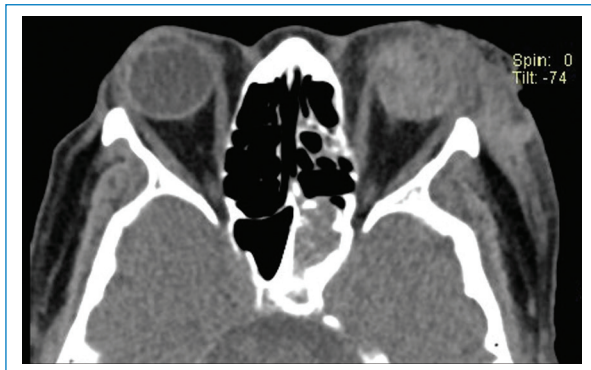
Hemorragia vítrea en el globo ocular izquierdo. TC sin medio de contraste de los ojos en plano axial y ventana de tejidos blandos que muestra aumento de la atenuación de la totalidad del cuerpo vítreo del globo ocular izquierdo por hemorragia vítrea. Ambos globos oculares conservan su forma redondeada normal. Adicionalmente, hay hematoma en los tejidos blandos periorbitarios izquierdos.
